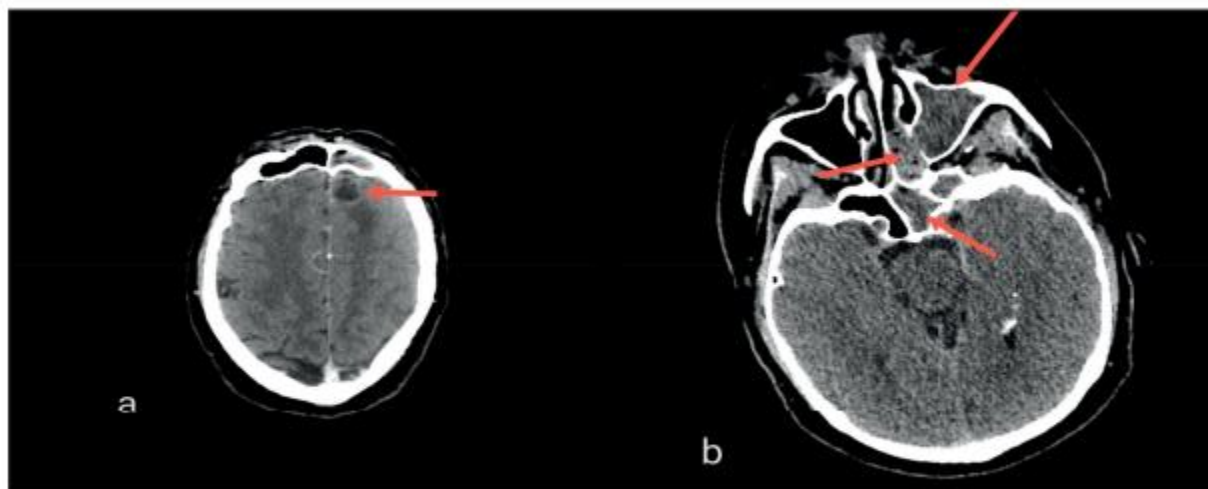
Contrast-enhanced CT scan highlights: a. 1.6 cm hypodense area with peripheral enhancement, perilesional edema and acute frontal sinusitis; b. acute left maxillary, sphenoidal sinusitis, also infection of the left ethmoidal air cells.
